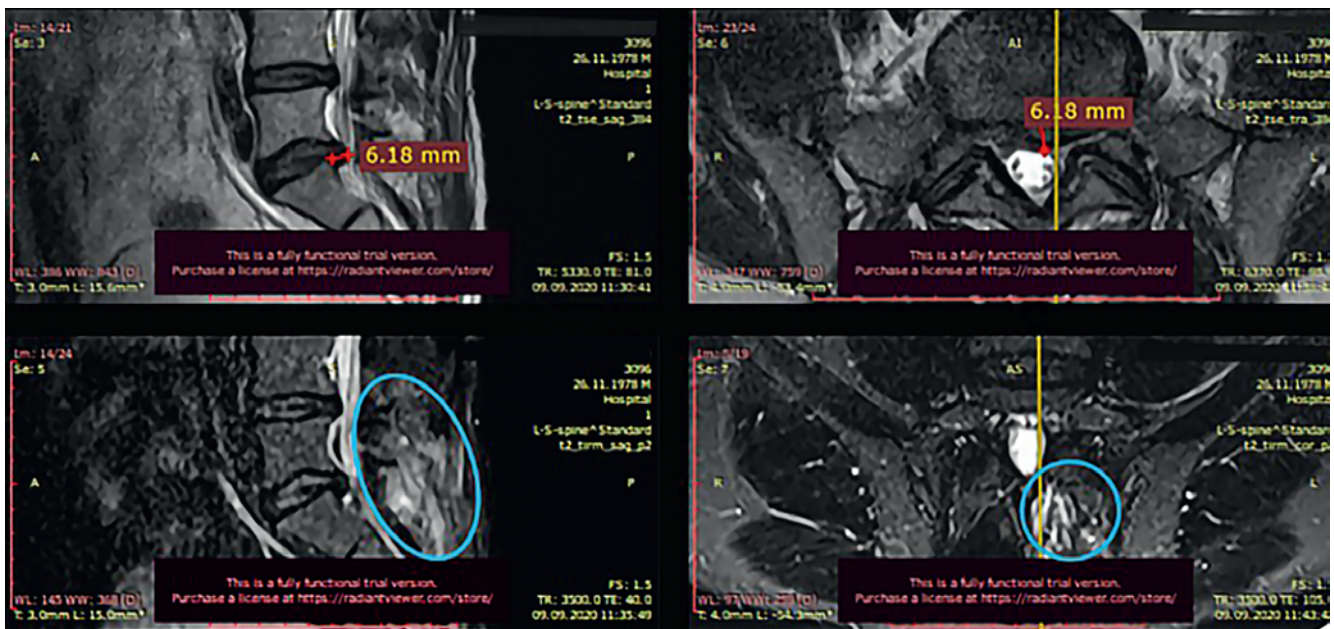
Исходная магнитно-резонансная томограмма пациента И. при обращении 09.09.2020: А) саггитальные срезы, В) аксиальные срезы на уровне межпозвоночного диска L_5-S_1
